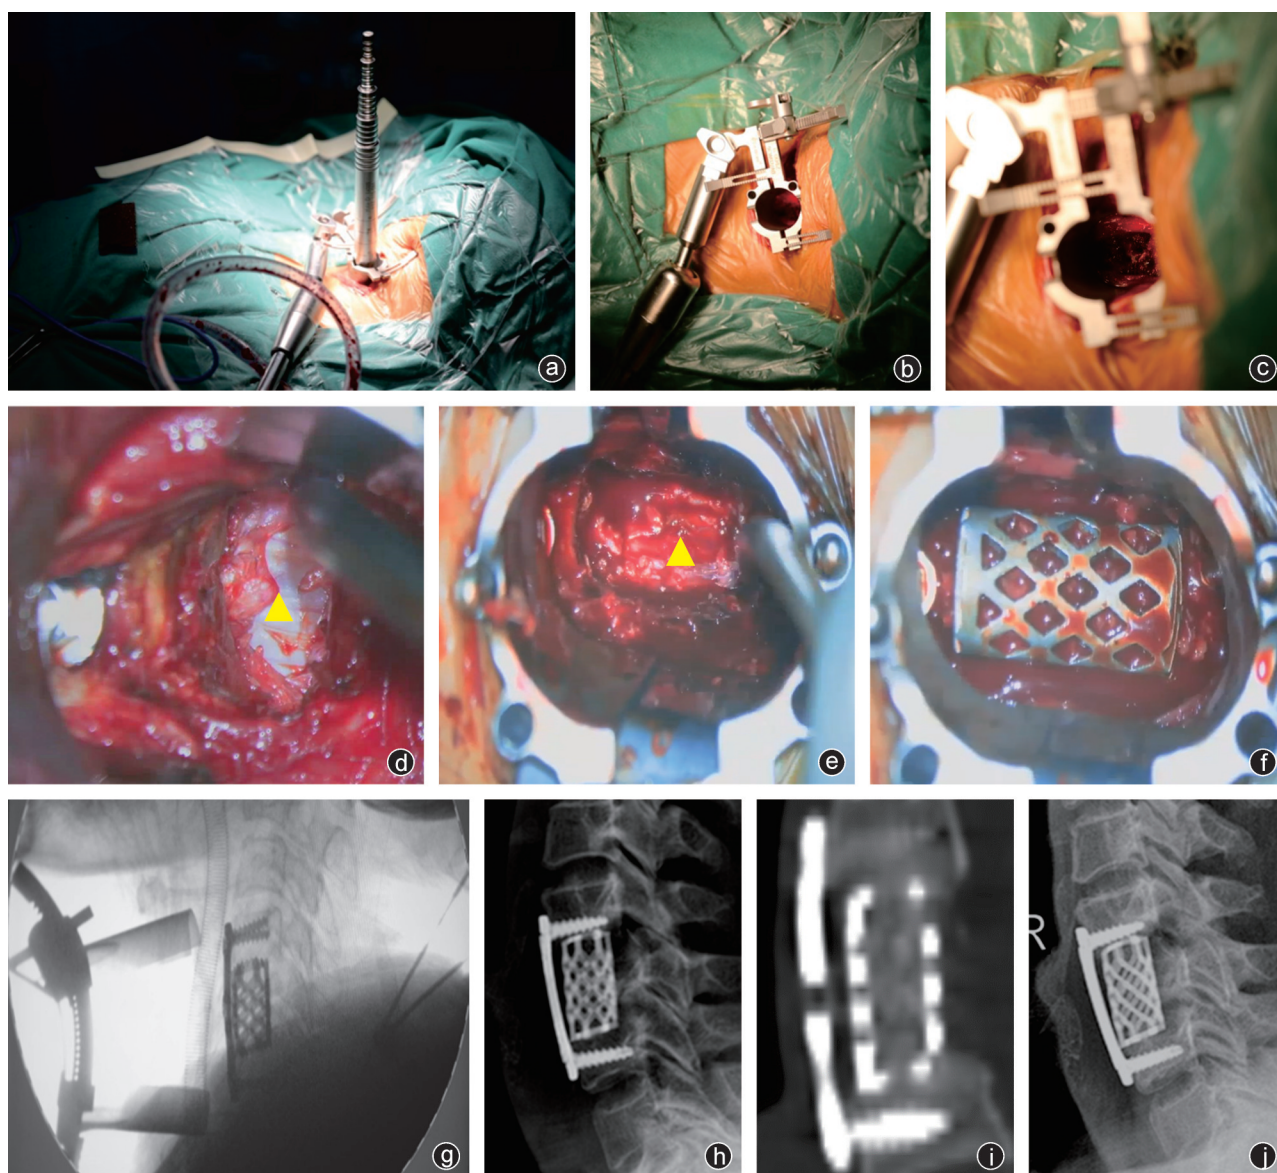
同一病人,手术过程及术后随访情况 a:小切口置入逐级扩张套管;b:微创工作通道置入并连接自由臂固定;c:适度撑开后工作通道下手术视野;d:通道下分别切除 $C_{4/5}$ 及 $C_{5/6}$ 椎间盘组织,黄色三角所示为后纵韧带;e: C_5 椎体次全切除后,黄色三角所示为硬膜囊;f:通道下置入钛笼;g:颈椎前路钛板螺钉固定后术中X线片,可见通道叶片撑开范围足够满足ACCF手术所需;h:术后3个月随访,可见内固定系统位置良好,颈椎曲度及椎间高度维持良好;i:术后3个月三维CT重建,可见手术节段骨性融合满意;j:术后1年随访,颈椎曲度及椎间高度依然维持良好,无内固定相关并发症
